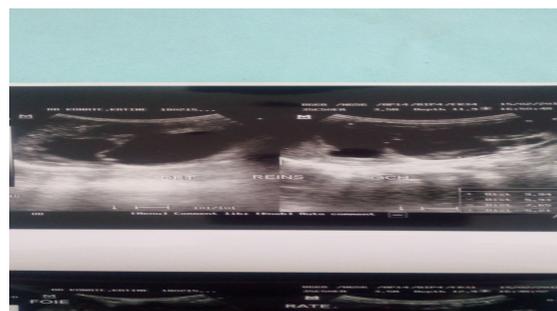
Masse abdominale bilatérale des flancs chez un nourrisson (a). L'échographie objective deux gros reins multi-kystiques (b) / Bilateral abdominal mass on the flanks in an infant (a). Ultrasound reveals two large multi-cystic kidneys (b).
